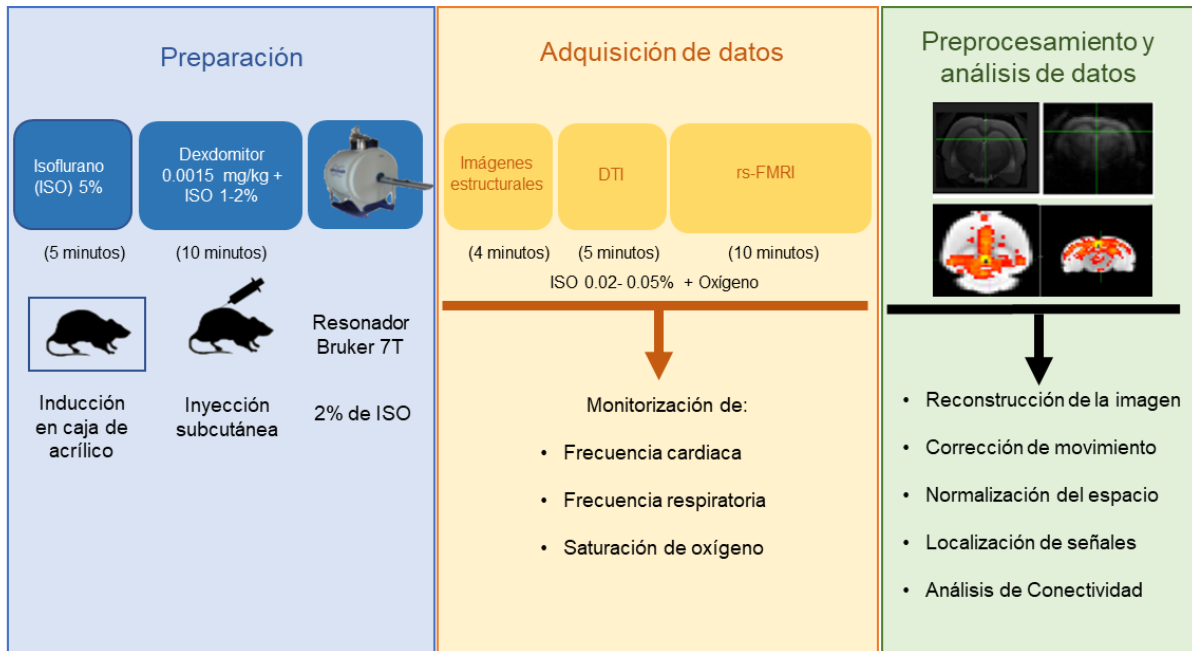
Protocolo de Resonancia magnética
